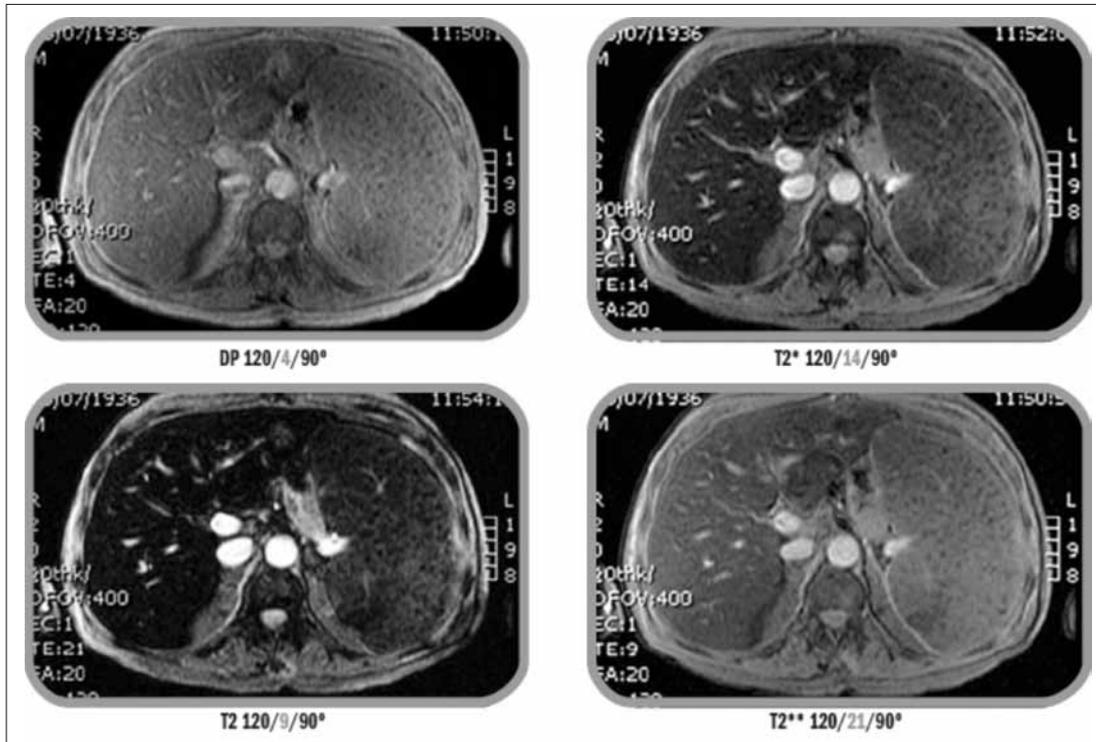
RM: cortes axiales hepáticos y esplénicos con diferentes secuencias eco de gradiente potenciadas en T2 para el cálculo del depósito férrico.
